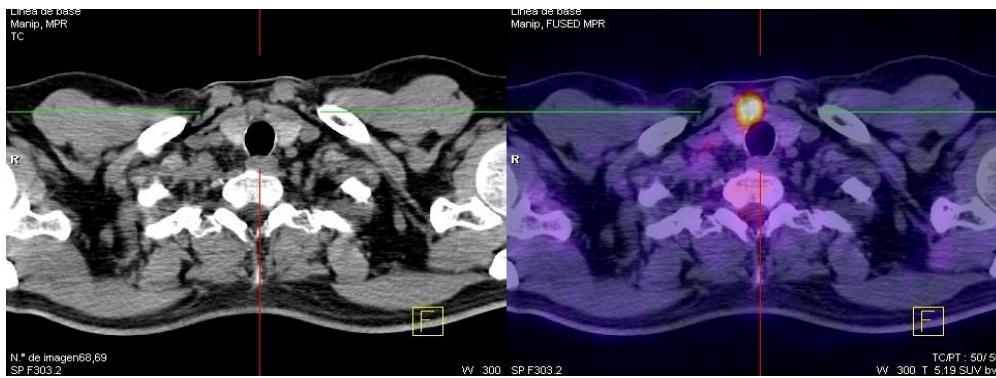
Mujer de 32 años con hallazgo incidental de nódulo hipermetabólico en unión entre istmo y lóbulo tiroideo derecho. Confirmación histológica de carcinoma papilar (FDG PET/CT).
